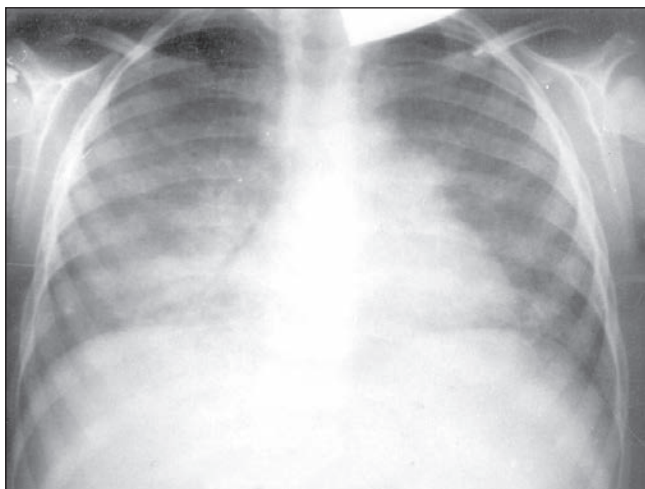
Рентгенограма 1. У нижніх відділах обох легень осередкові тіні малої інтенсивності
